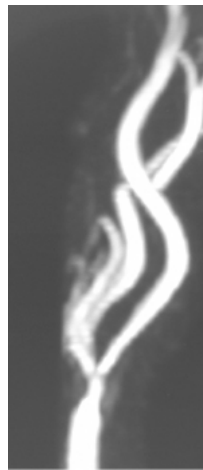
Angiorressonância revelando estenose em artéria carótida interna direita no nível do bulbo carótico.
